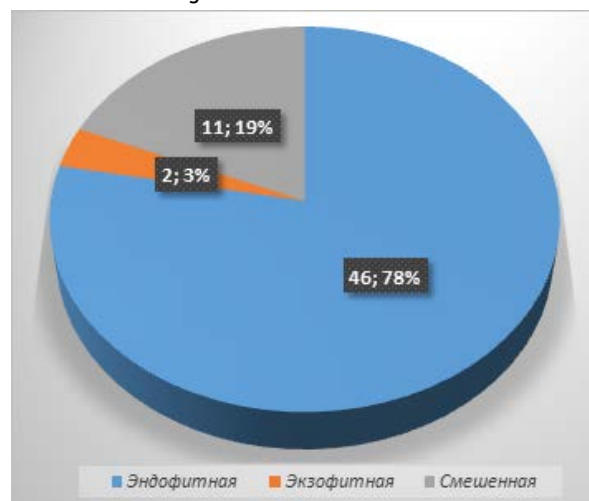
Distribution of GC cases by growth form according to CT
